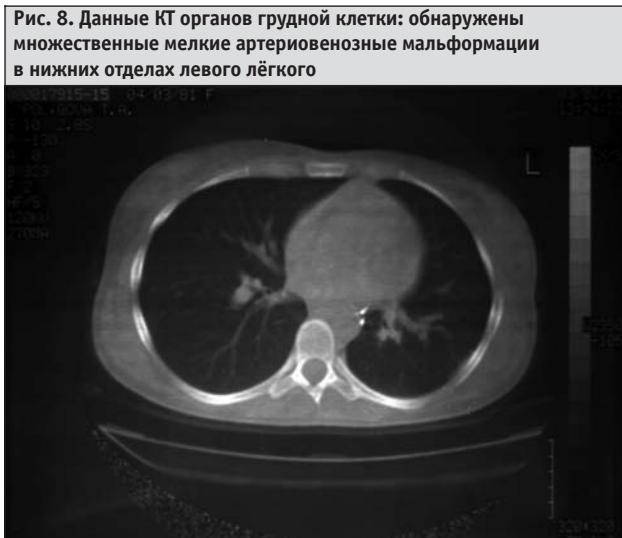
Данные КТ органов грудной клетки: обнаружены множественные мелкие артериовенозные мальформации в нижних отделах левого лёгкого
